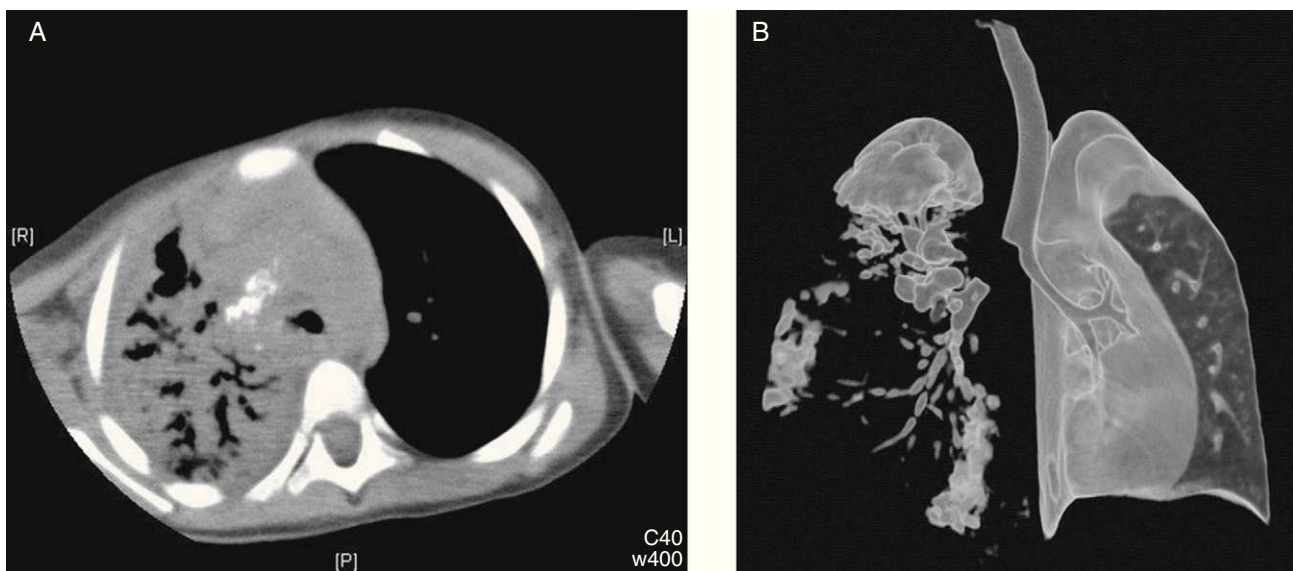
TC de tórax. A) Consolidación subtotal del pulmón derecho con broncograma aéreo. Calcificaciones paratraqueales e hiliares derechas, probablemente en relación con adenopatías calcificadas por enfermedad tuberculosa. B) Reconstrucción en plano coronal. Obstrucción del bronquio principal derecho en su origen, con consolidación del pulmón derecho y bronquiectasias.
